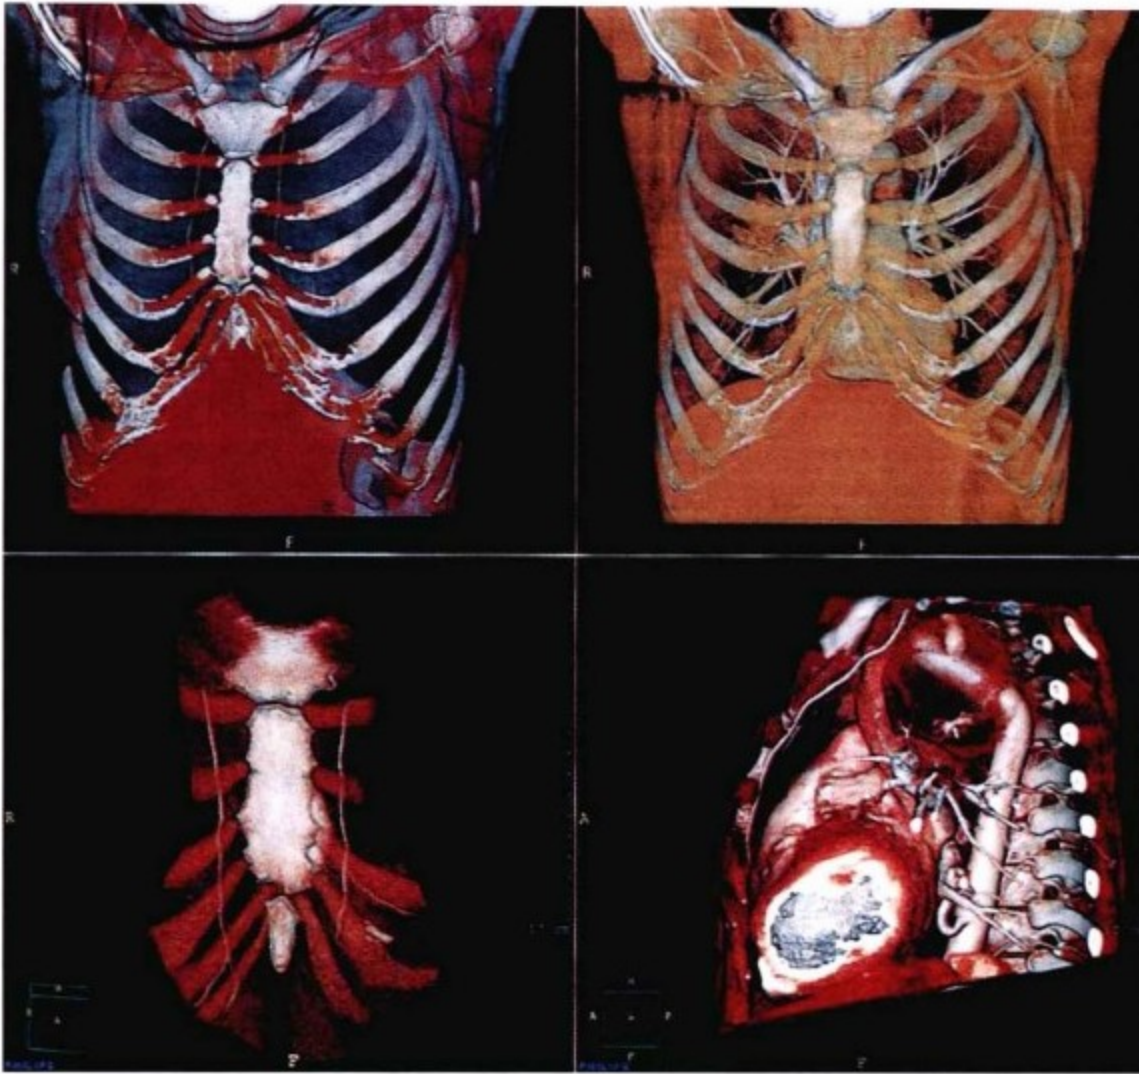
心脏 CT 3D 重建图显示胸壁、心脏与胸廓内动脉 / 乳内动脉间的关系。深吸气后进行 CT 扫描;所以,同正常呼吸相比,膈及心脏的位置较低。左图显示了胸廓内动脉 / 乳内动脉(左上图为胸廓的外面观;左下图为胸廓的内面观)。可以看到胸廓内动脉 / 乳内动脉沿前肋 / 肋软骨的背面走行,距胸骨缘约1~2指宽的距离。左下图显示,胸廓内动脉 / 乳内动脉在下方分出前肋下动脉。右上图显示心脏(房室)与胸壁(在深吸气状态下)的相互关系。右下图显示左胸廓内动脉沿左前胸壁走行的情况。虽然没有动脉期造影的描述,但实际上胸廓内静脉 / 乳内静脉紧邻着胸廓内动脉。
